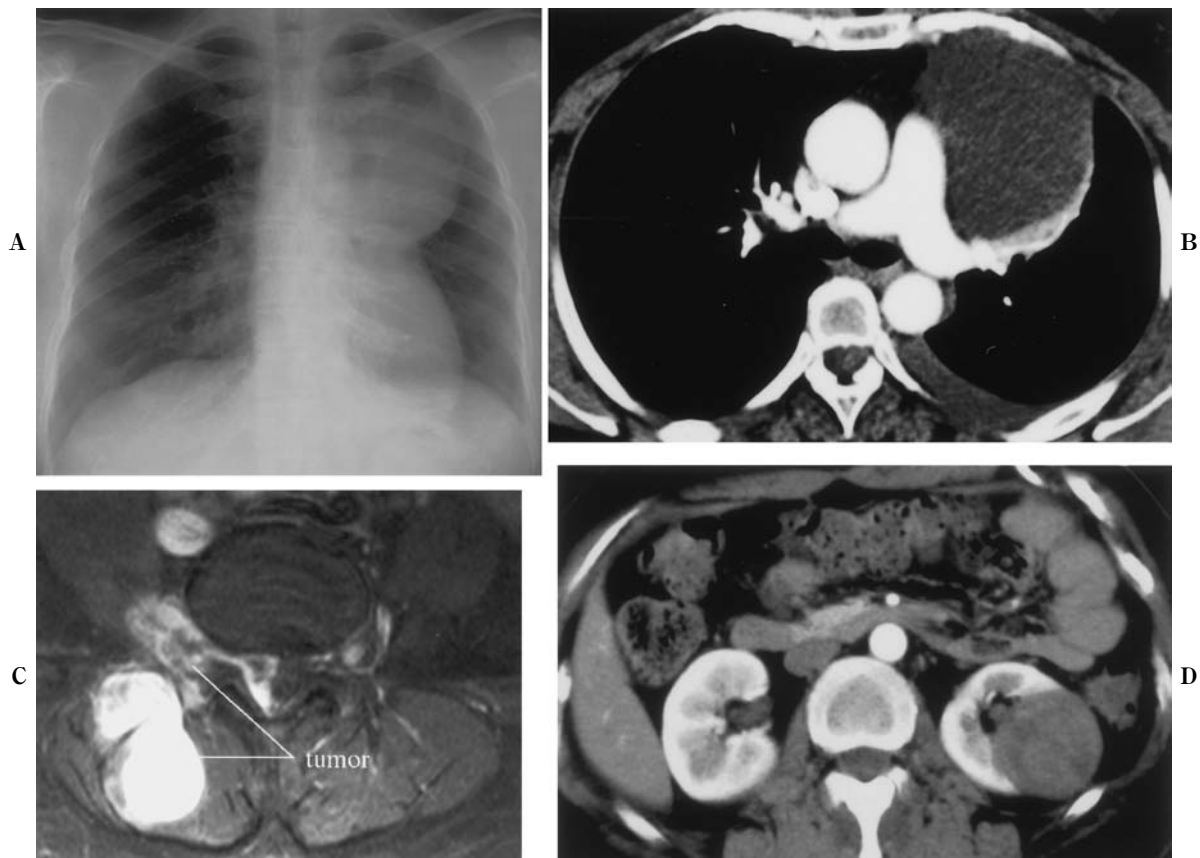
Radiological findings. Chest radiograph showing a homogeneous high-density shadow in the left upper lung field (A). Enhanced chest CT scan showing a large mass shadow originating from the intrathoracic chest wall, which compresses the hilum of the left lung (B). Hip MRI showing metastatic lesions in the L1 vertebra and soft tissue on the right side (C). Enhanced abdominal CT scan showing a metastatic lesion in the left kidney (D).
